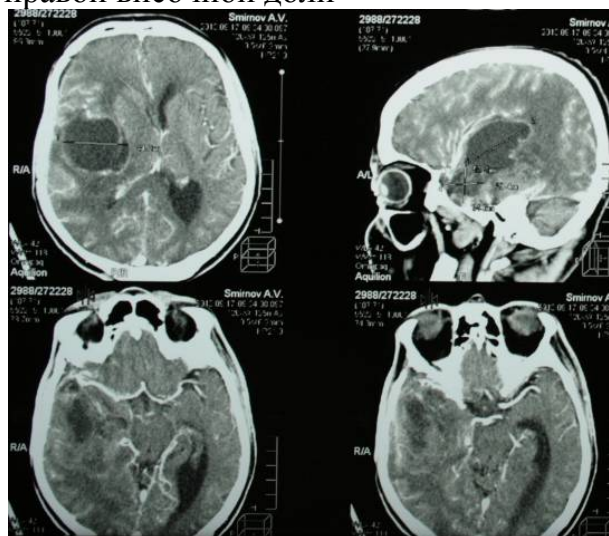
КТ ангиография больного С. от 17.09.13. Смещение срединных структур на 0,8 см
